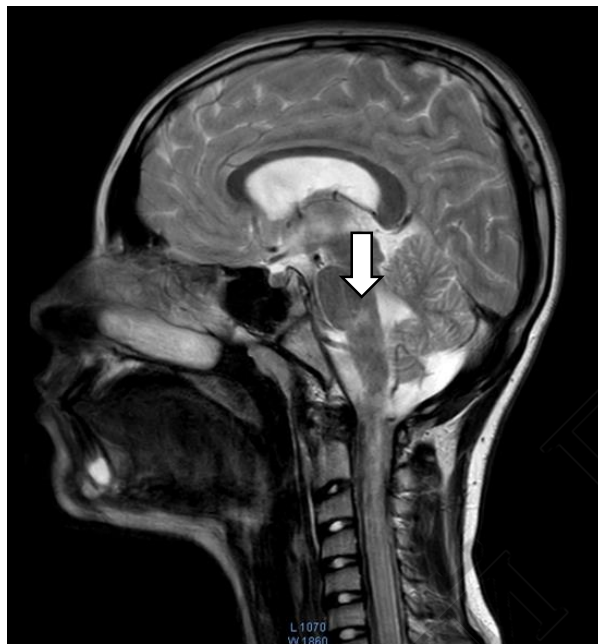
МРТ головного мозга от 29.03.2016 г. (поперечный срез)
